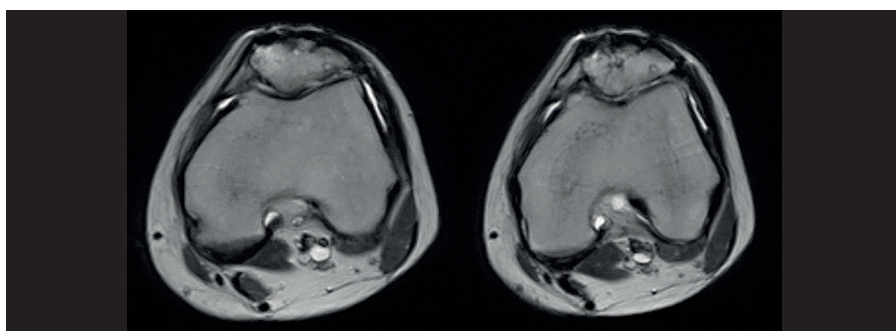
Resonancia magnética 16 meses después del traumatismo. Se evidencia el sufrimiento del cartilago rotuliano y algunos signos de osteonecrosis inicial de la esponjosa rotuliana.
